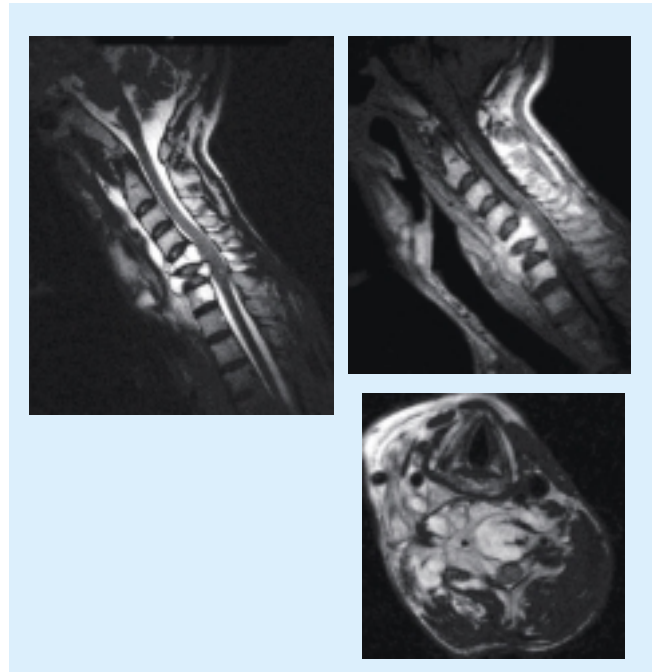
疼痛のため斜め側臥位しか体位がとれない患者の頸部MRI
